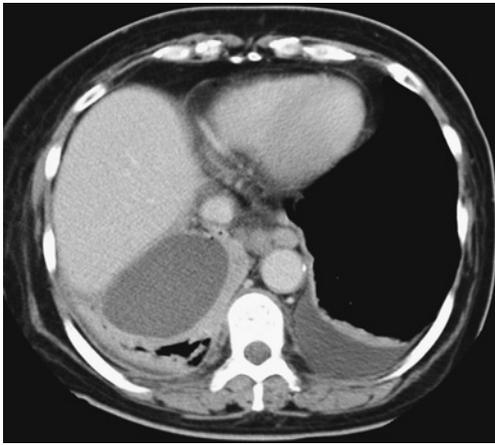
A chest CT shows right loculated pleural effusion.
